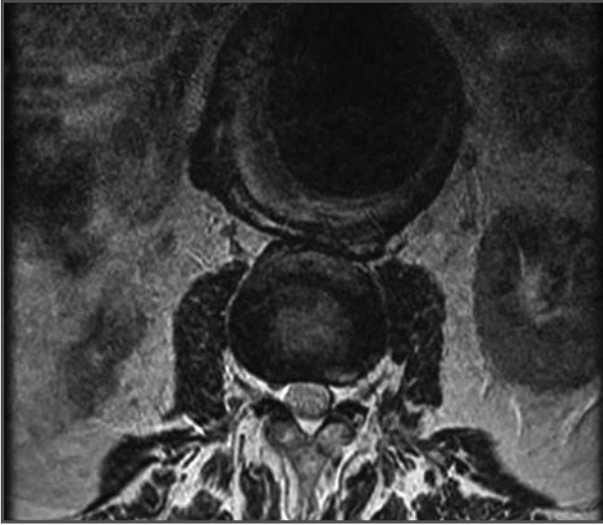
RM lumbar anterior a la bifurcación renal en la que se aprecia el aneurisma en contacto con el cuerpo vertebral.
